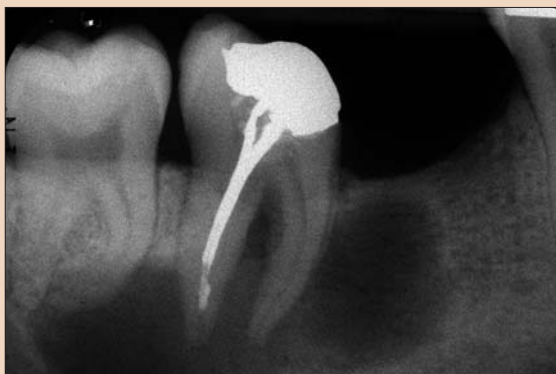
Исходная рентгенограмма.
